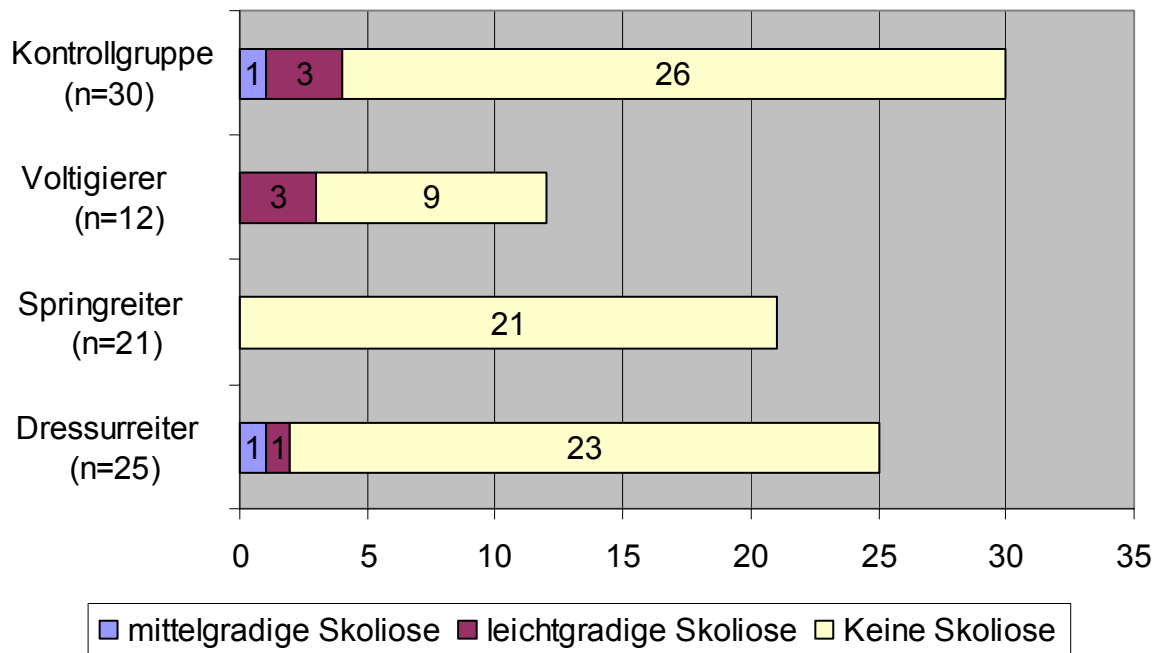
Lendenwirbelsäulen-Seitenbiegung aller MRT-Probanden (n=88)
